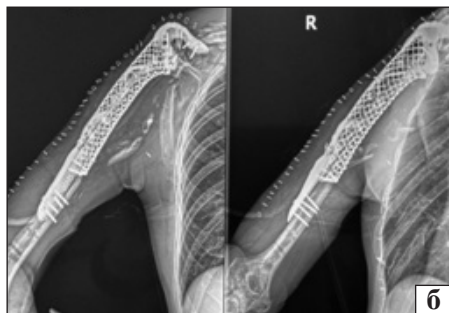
Використання 3D-титанового імплантата для лікування пацієнта з масивним кістковим дефектом у результаті важкої вибухової травми правої верхньої кінцівки: рентгенограми пацієнта до (а) та після (б) виконання артродезу з використанням 3D-титанового імплантата; в) індивідуальний 3D-титановий імплантат; г) вигляд 3D-титанового імплантата під час імплантації
